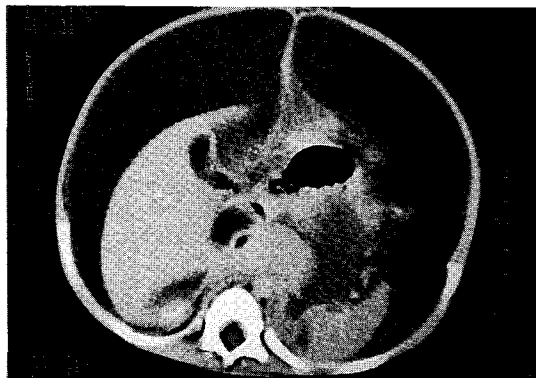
CT scan of abdomen on 3rd hospital day revealed large amount of ascites and a cyst-like fluid collection in porta hepatis.
